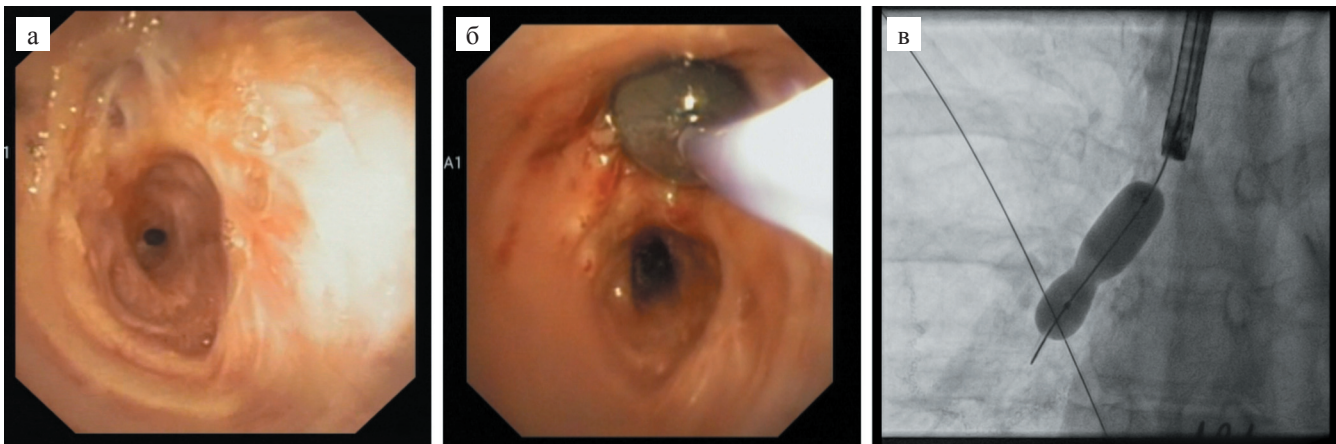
а – атрезия верхнедолевого бронха и стеноз промежуточного бронха справа; б – баллонная дилатация верхнедолевого бронха; в – рентгенологический контроль баллонной дилатации бронха
